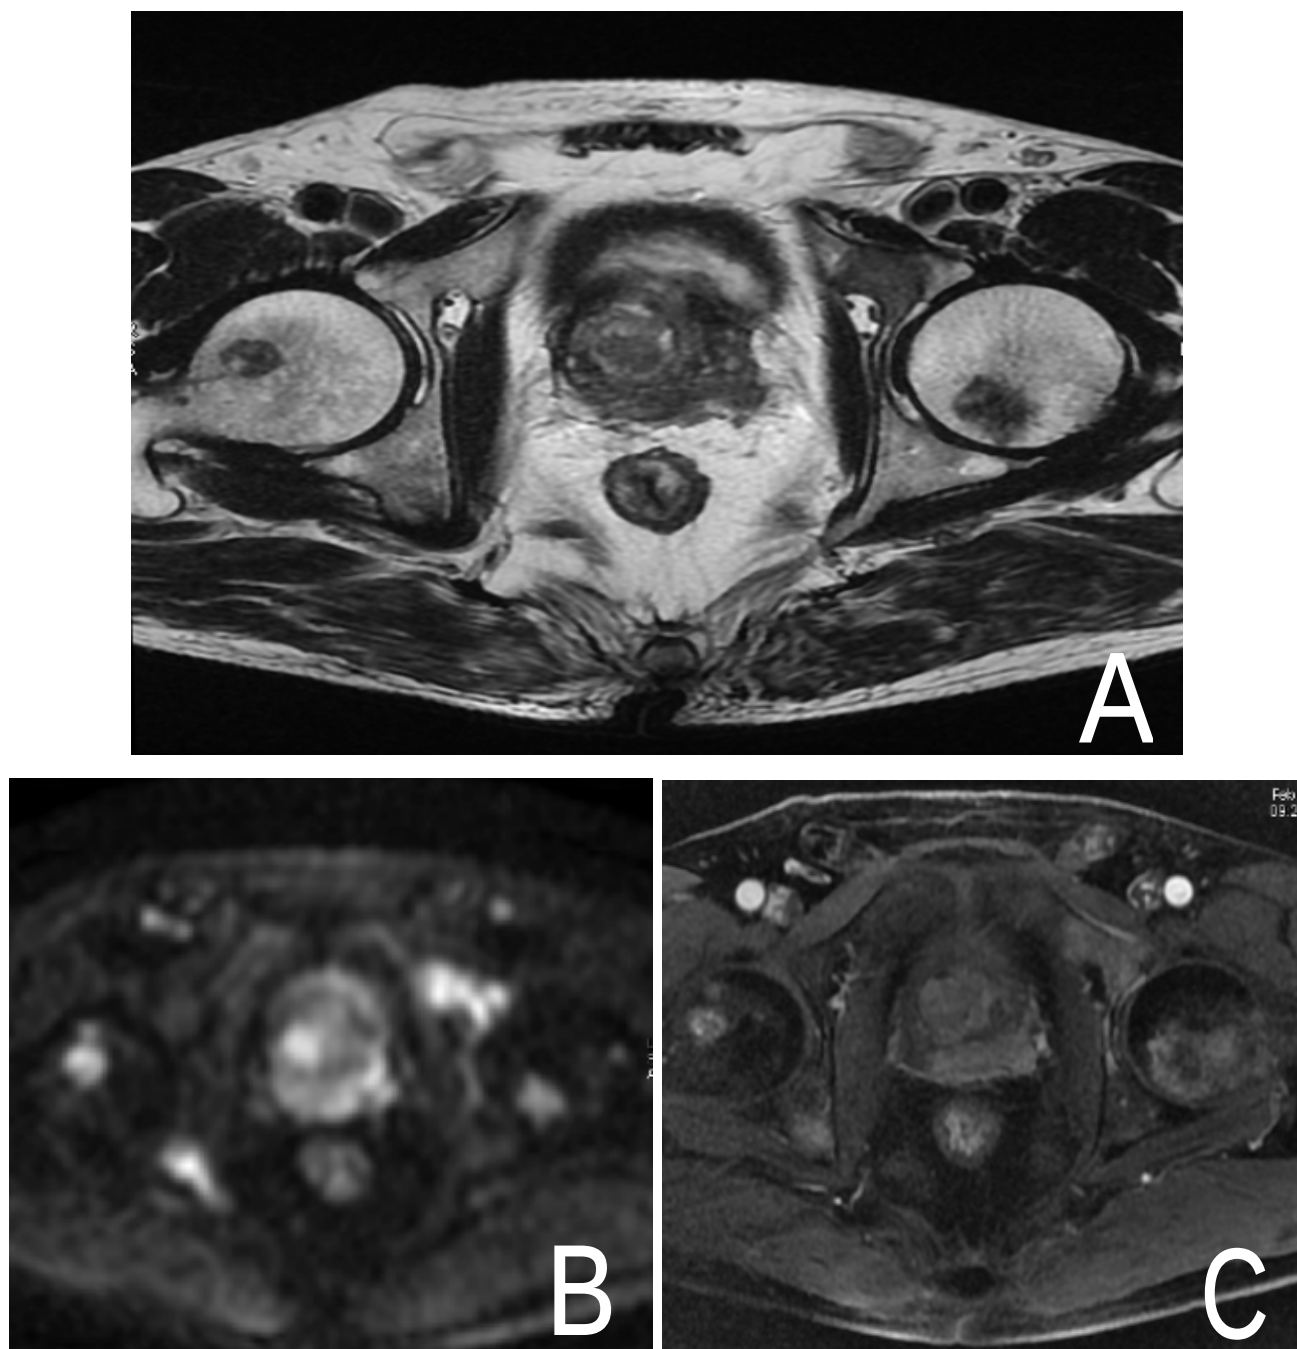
IRM Prostatique en coupes axiales montrant un nodule de la zone centrale droite.
